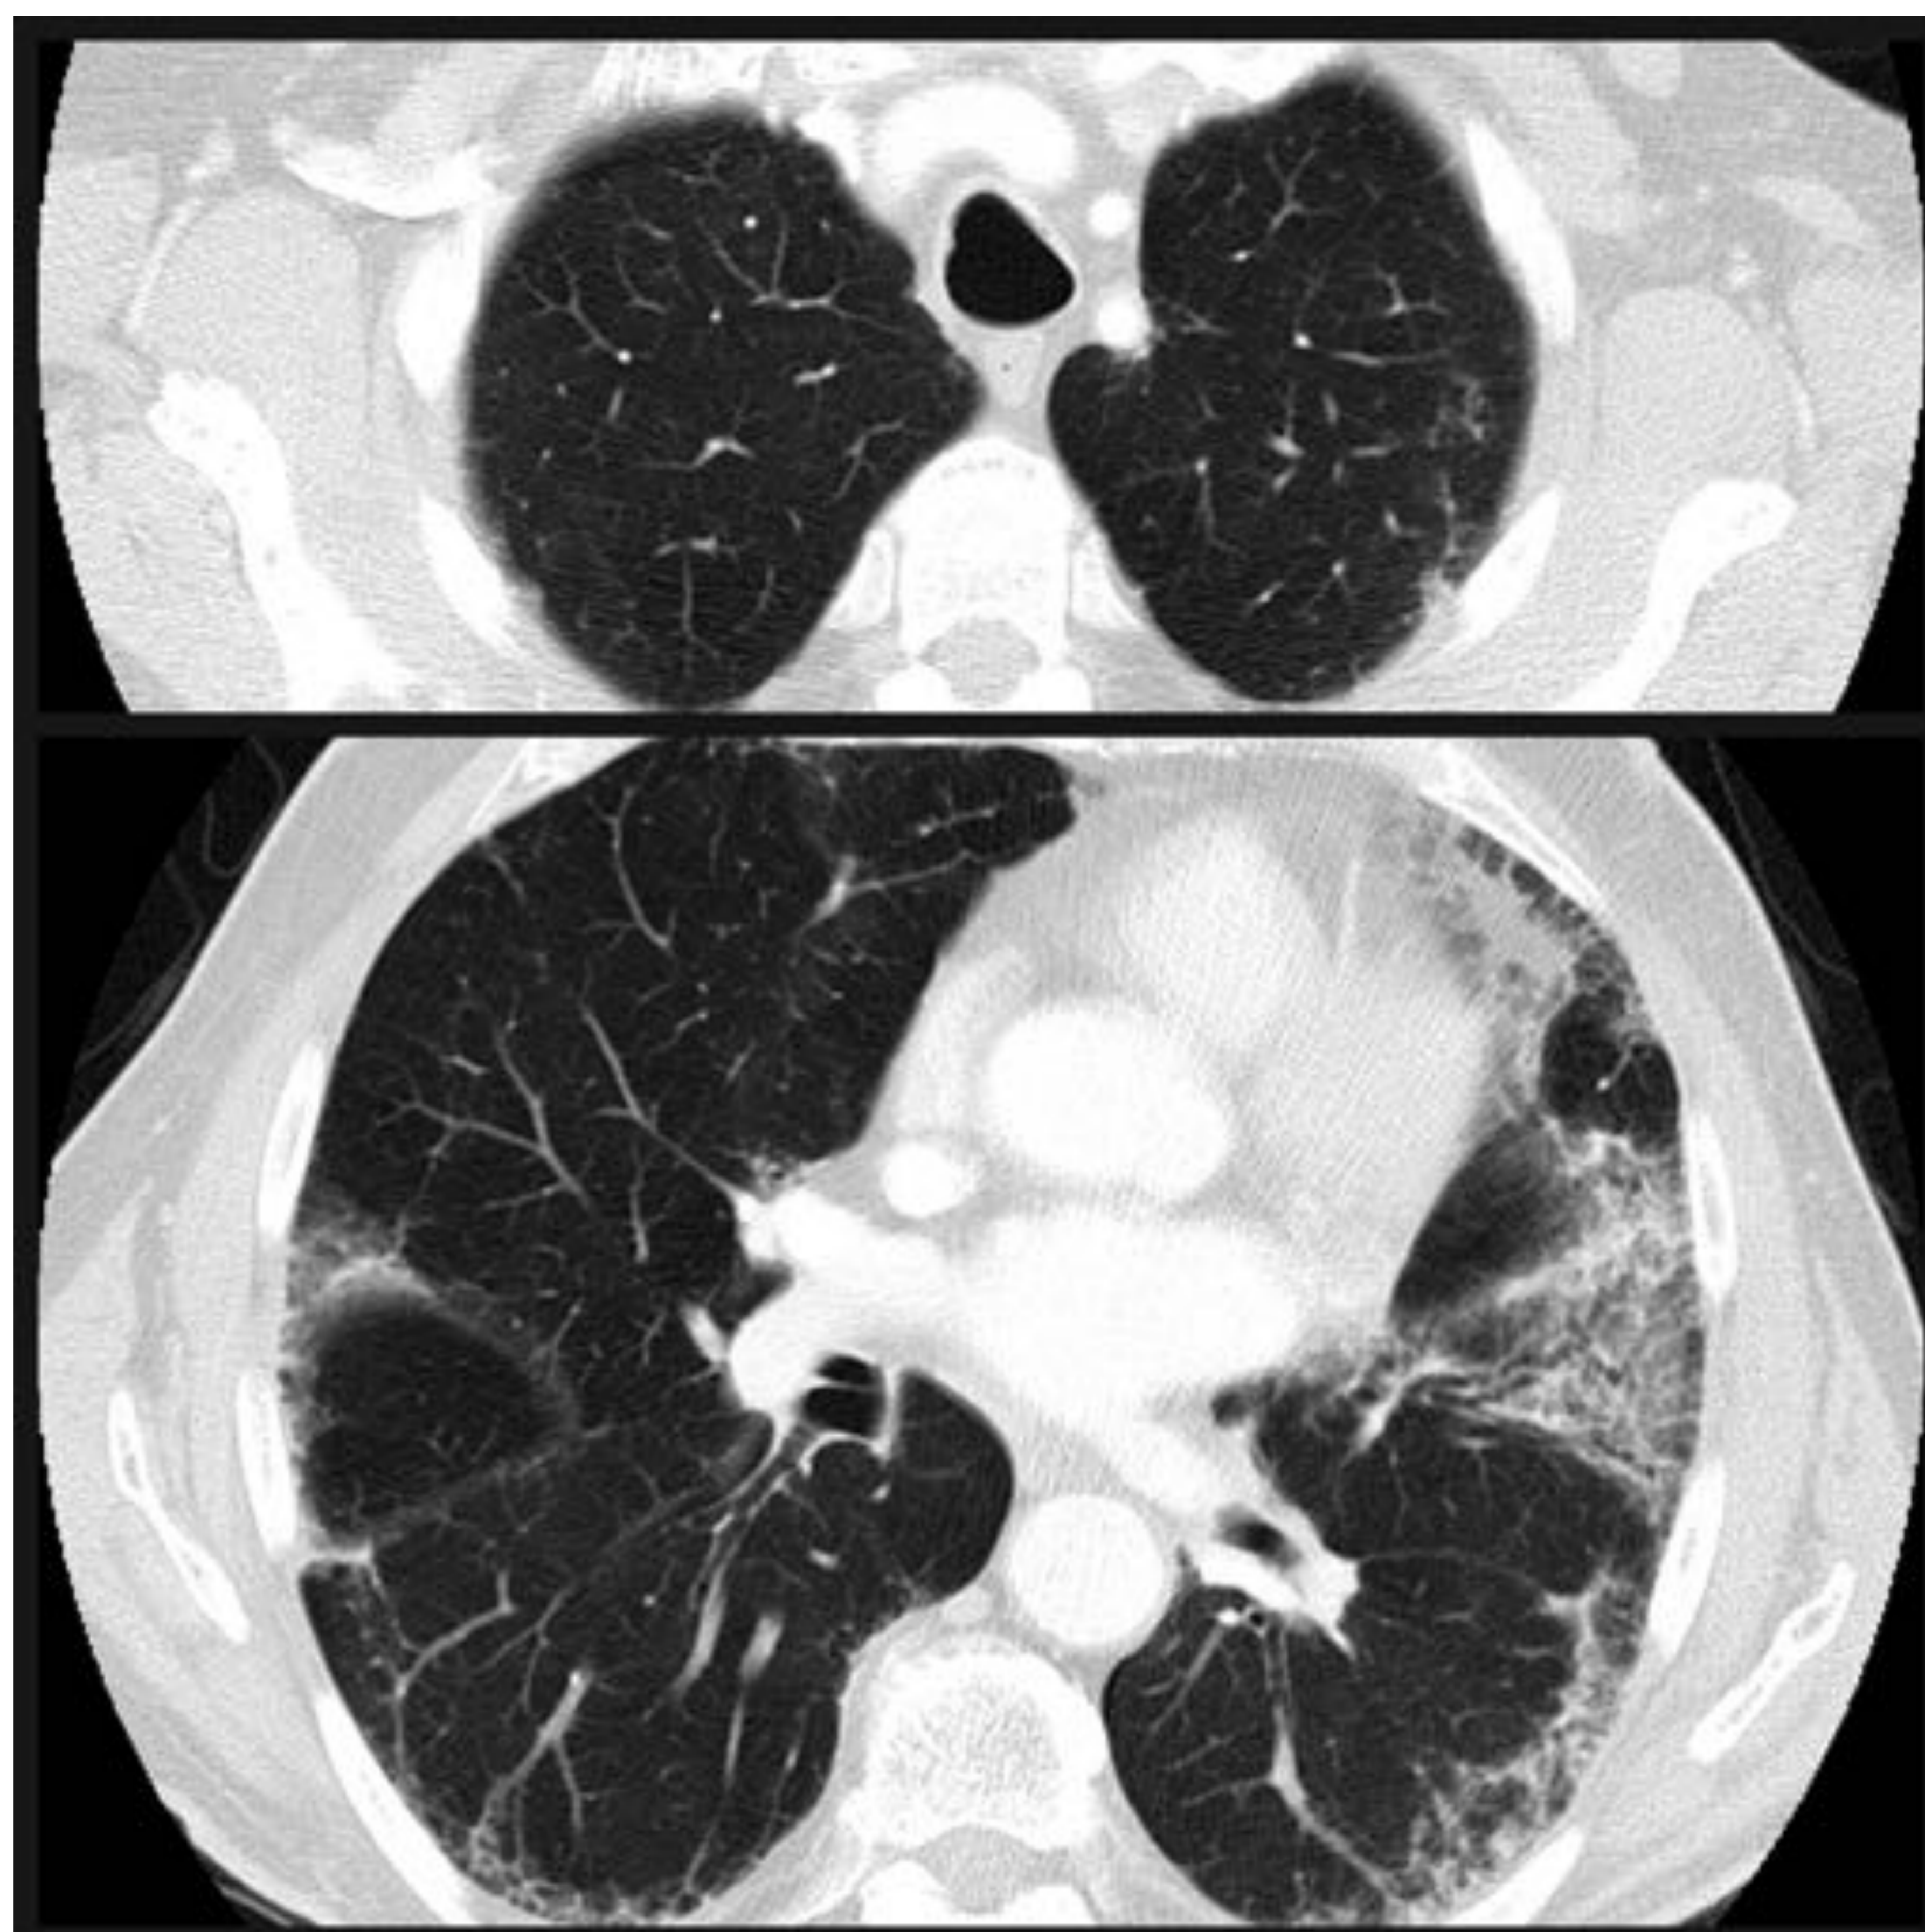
Caso 13. Varón de 79 años. En el TC se evidencia la afectación en bases frente a los lóbulos superiores, que se encuentran respetados.
